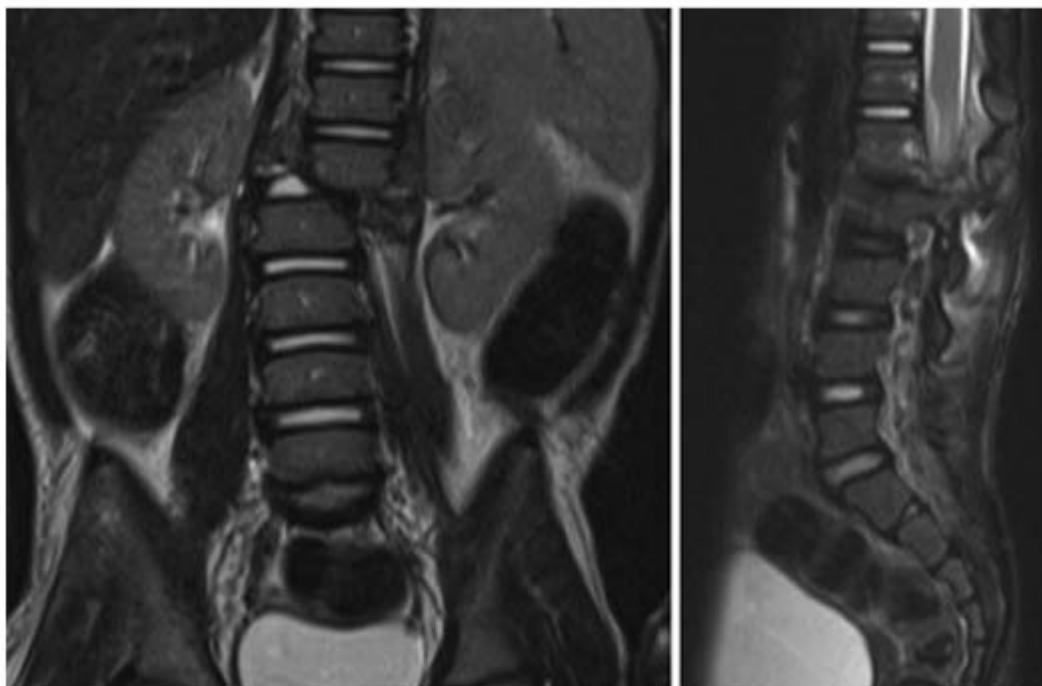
Images d'IRM coronales (à gauche) et sagittales (à droite) en pondération T2 montrant une lésion ligamenteuse, une compression du cône médullaire et un hématome épidural aux niveaux L-1 et L-2, et une fracture subluxation, avec listhésis latéral, chez une fillette de 2 ans. (81)
